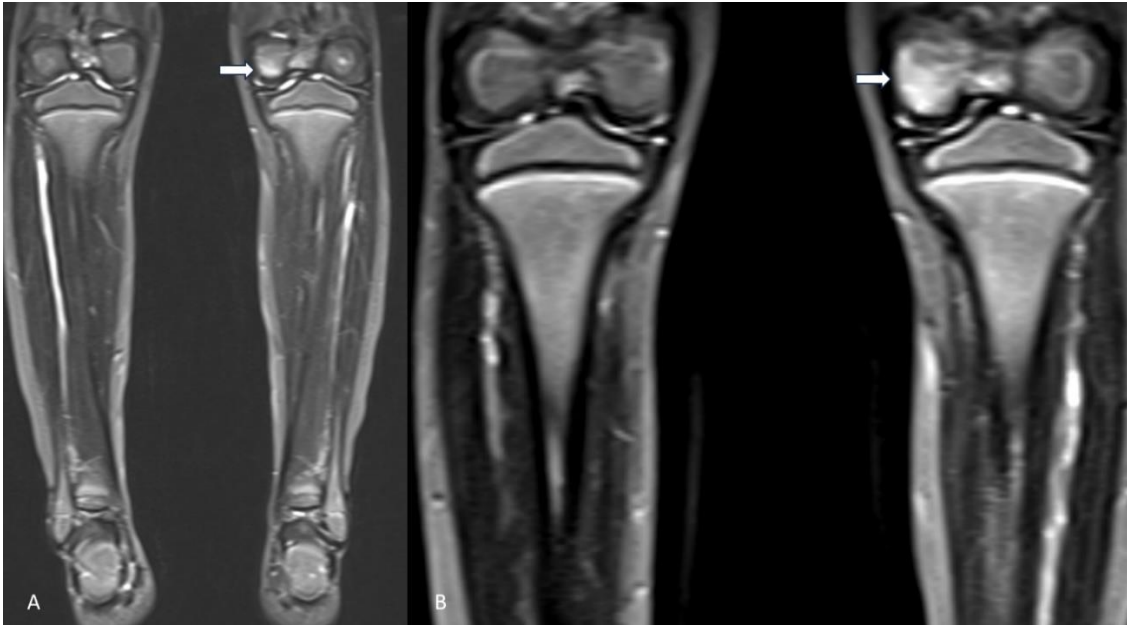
Knapp 5,5-jähriges Mädchen mit singulärer symptomatischer pathologischer Läsion in der linken Femurdiaphyse mit Periostverdickung (nicht gezeigt). In der 1. GK-MRT Detektion einer unklaren Signalanhebung in der distalen Femurepiphyse links (jeweils pfeilmarkiert).
